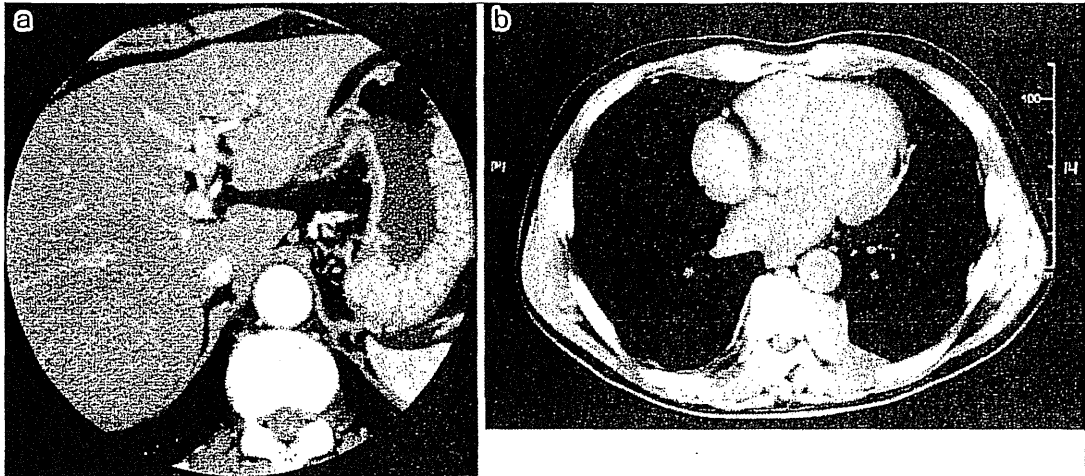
a: Abdominal CT findings. Intrahepatic bile ducts (B2, B3) were dilated. Neither the tumor nor stone were detected. b: Chest CT findings showed pleural thickness in the left chest wall, of the 10th thoracic vertebra.
